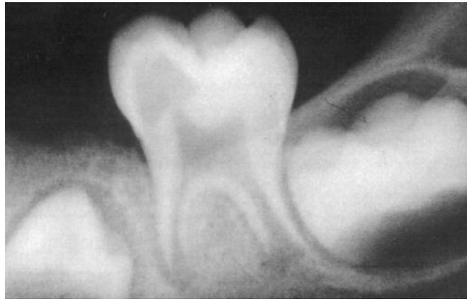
Radiografía periapical que muestra la calcificación coronal del primer molar permanente.
